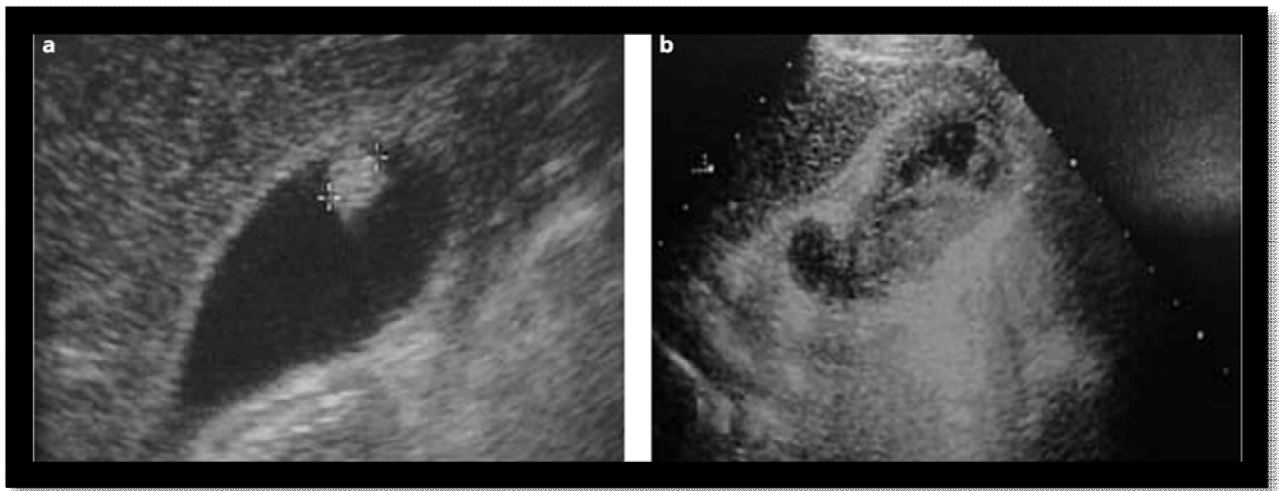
Échographie abdominale: polypes et masses vésiculaires.
